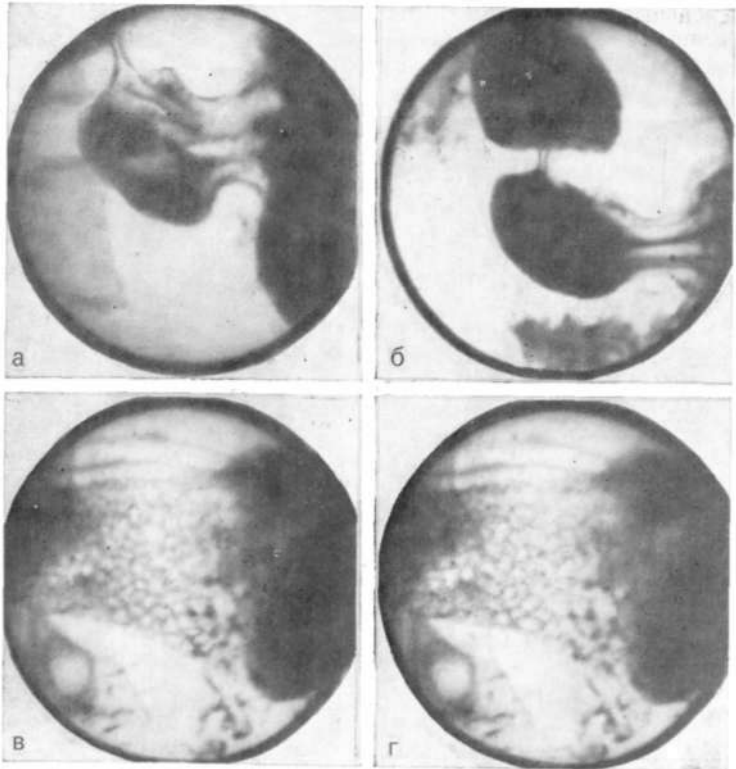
Прицельная рентгенограмма выходного отдела желудка. Симптом пилы при антральном гастрите.
